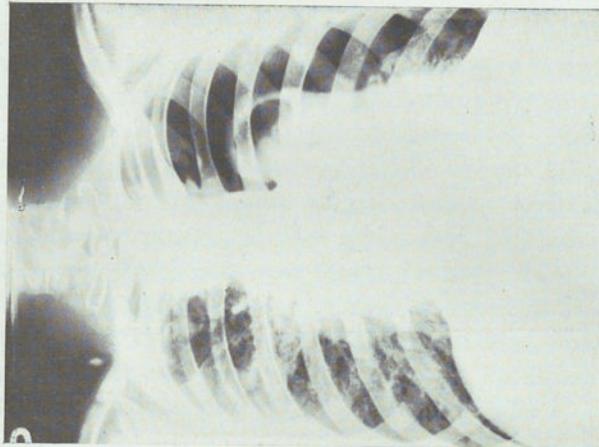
Radiografía del 5-XI-38. Inmediatamente de cortar la adherencia la atelectasia aumenta y la cavidad permanece insuflada. El 9-XII-38 se hizo la última punción del neumotorax con tensiones negativas y cantidad de gas de 300 cc. La cavidad continuó insuflada. El 26-XII-38 súbitamente perforación de la cavidad y muerte.
